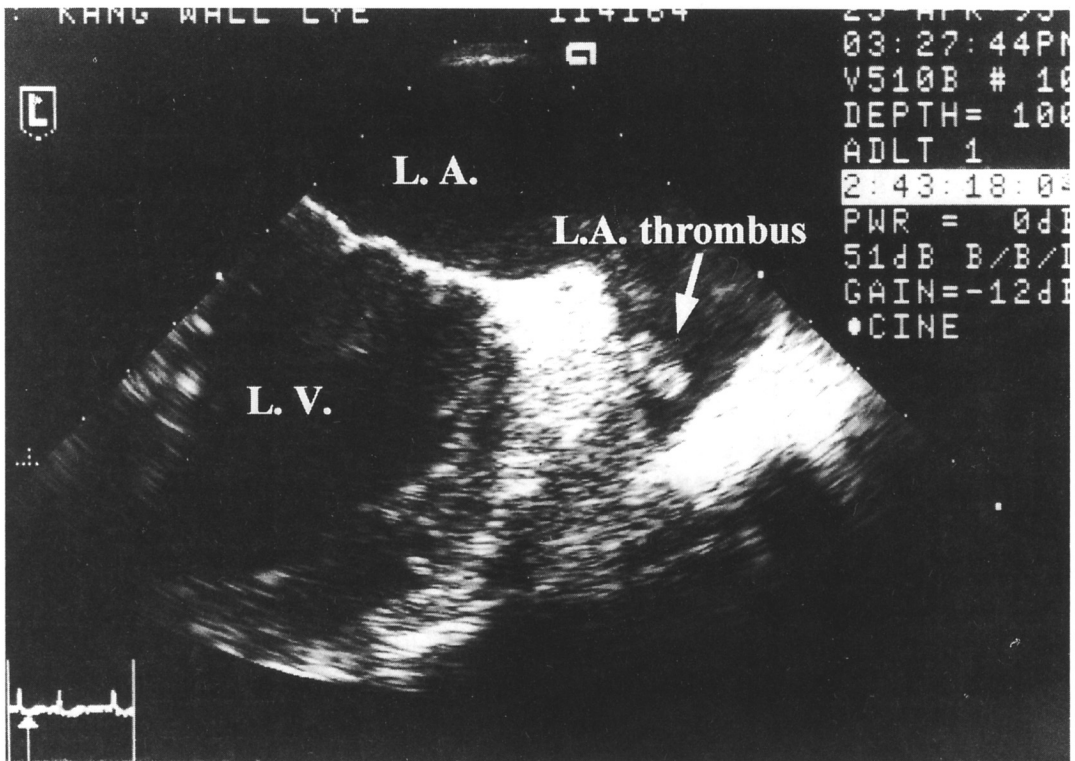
Transesophageal echocardiography shows left atrial thrombus.
